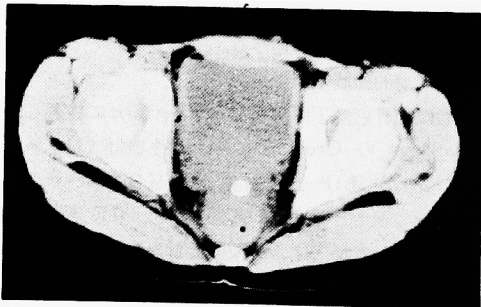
CT scan of case 1 revealed retrovesical tumor with calcification.
